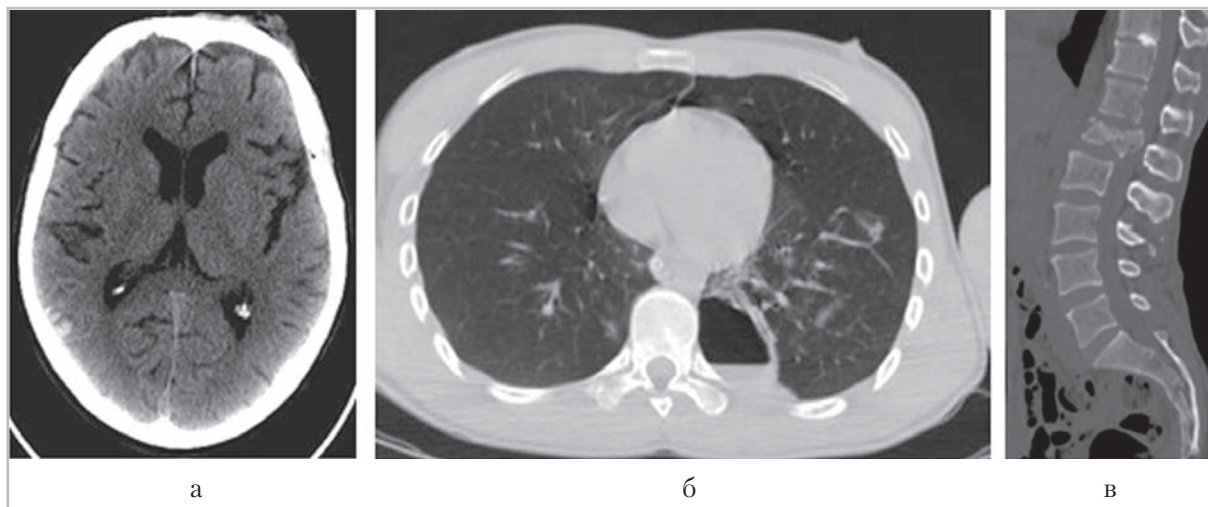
Компьютерные томограммы пациента с политравмой. Определяются ушиб головного мозга правой теменной доли (*а*); разрыв левого легкого, пневмомедиастинум (*б*); компрессионный нестабильный оскольчатый перелом тела L1 позвонка со стенозированием позвоночного канала (*в*)
